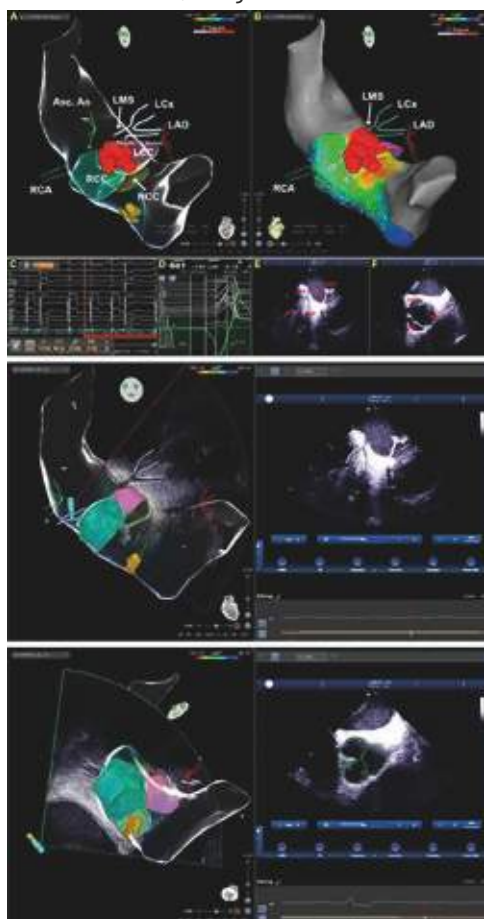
Idiopathic premature ventricular complexes (PVCs) (subthreshold) (RF) ablation with intracardiac echocardiography (ICE) and tridimensional electroanatomical mapping (3D-EAM) and integration. In (A) and (B) the 3D maps on aortic RF ablation are visible as red dots on the left ventricular outflow tract on the left coronary cusp (LCC) area. Yellow dots in the 3D map represent His bundle signals on the aortic cusps. Ablation parameters: 25 W with maximum temperature reached of 31° C. RF mapping integration with 3D-EAM (panel C) to identify the ascending aorta (Asc. Ao) and the coronary cusps, showed in 3D map on the left in (D) with the LCC colored in purple, the right coronary cusp (RCC) in turquoise, and the non-coronary cusp (NCC) partially visible. The coronary artery cusp (CAC) is highlighted in light blue in the 3D map. In (E) and (F) the ICE images of the aortic cusps and the proximal tract of coronary arteries are visible. In (E) the left CAO and the left main stem (LMS), bifurcating in left anterior descending (LAD) and the left circumflex (LCx) arteries are visible. In (F) the ICE image of the aortic valve opening is shown. The ICE images were seamlessly integrated with 3D-EAM using the CARTOSOUND module (Biosense Webster).
